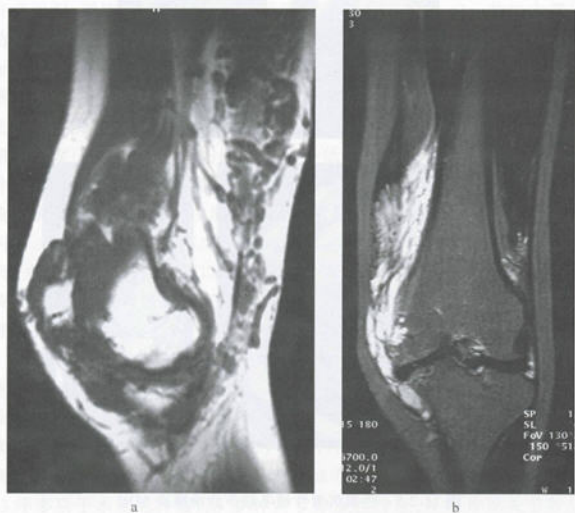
绒毛结节性色素沉着性滑膜炎 MRI
